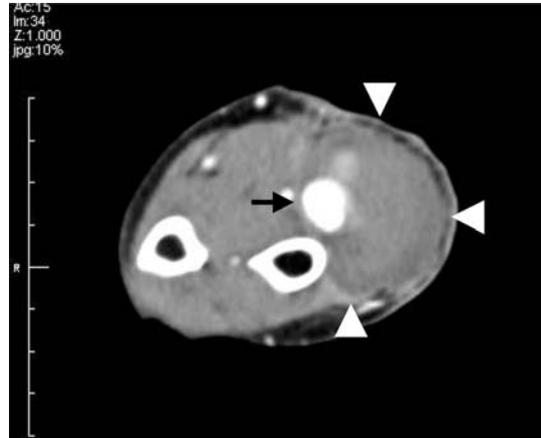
Dynamic computed tomogram (CT) of the patient's forearm. CT shows a pseudoaneurysm (arrow) and hematoma (arrowheads) seen as heterogenous soft tissue density.
